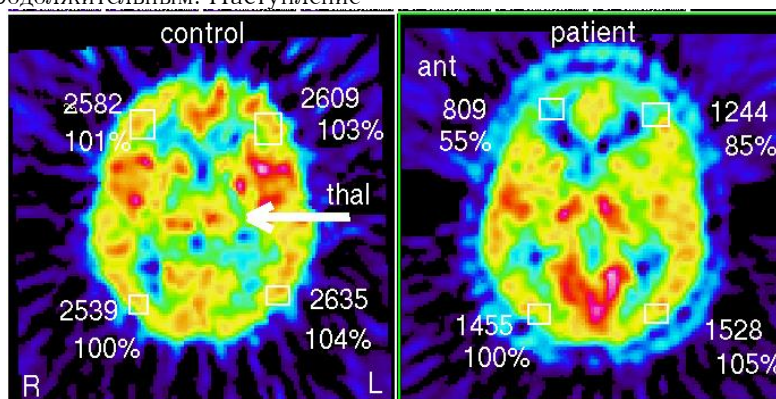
ПЭТ срезы мозга на уровне зрительного бугра у здорового человека (слева) и у пациентки с выраженной гиперхолестеринемией и признаками атеросклероза мозговых артерий.
